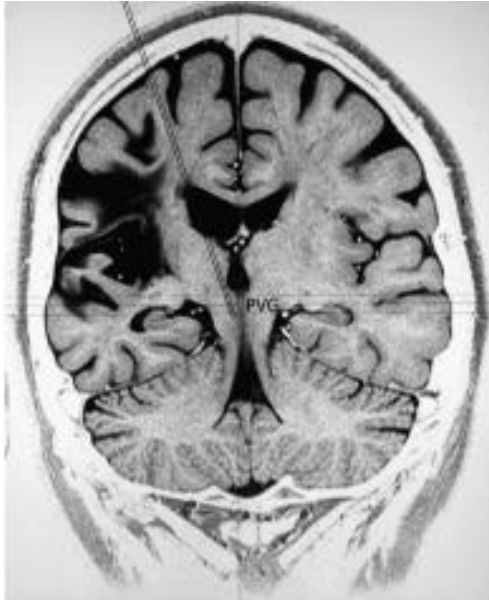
Ressonância Magnética Coronal em T2 invertido [79]
